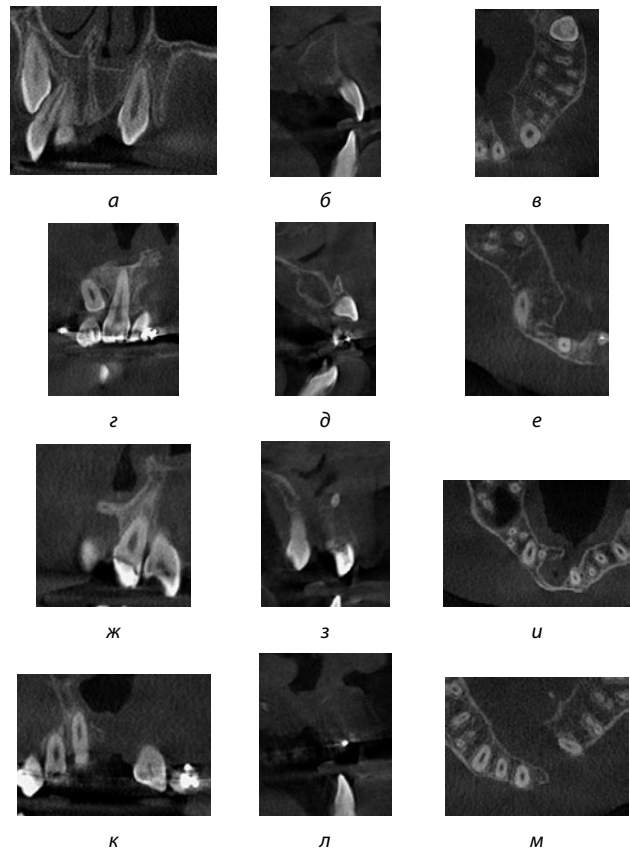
КЛКТ-томограммы пациентов с врожденной расщелиной альвеолярного отростка после проведенной альвеолопластики (в, е, и, м — аксиальные реформаты; а, г, ж, к — фронтальные реформаты; б, д, з, л — сагиттальные реформаты): а, б, в — I тип по Bergland; г, д, е — II тип по Bergland; ж, з, и — III тип по Bergland; к, л, м — IV тип по Bergland.
